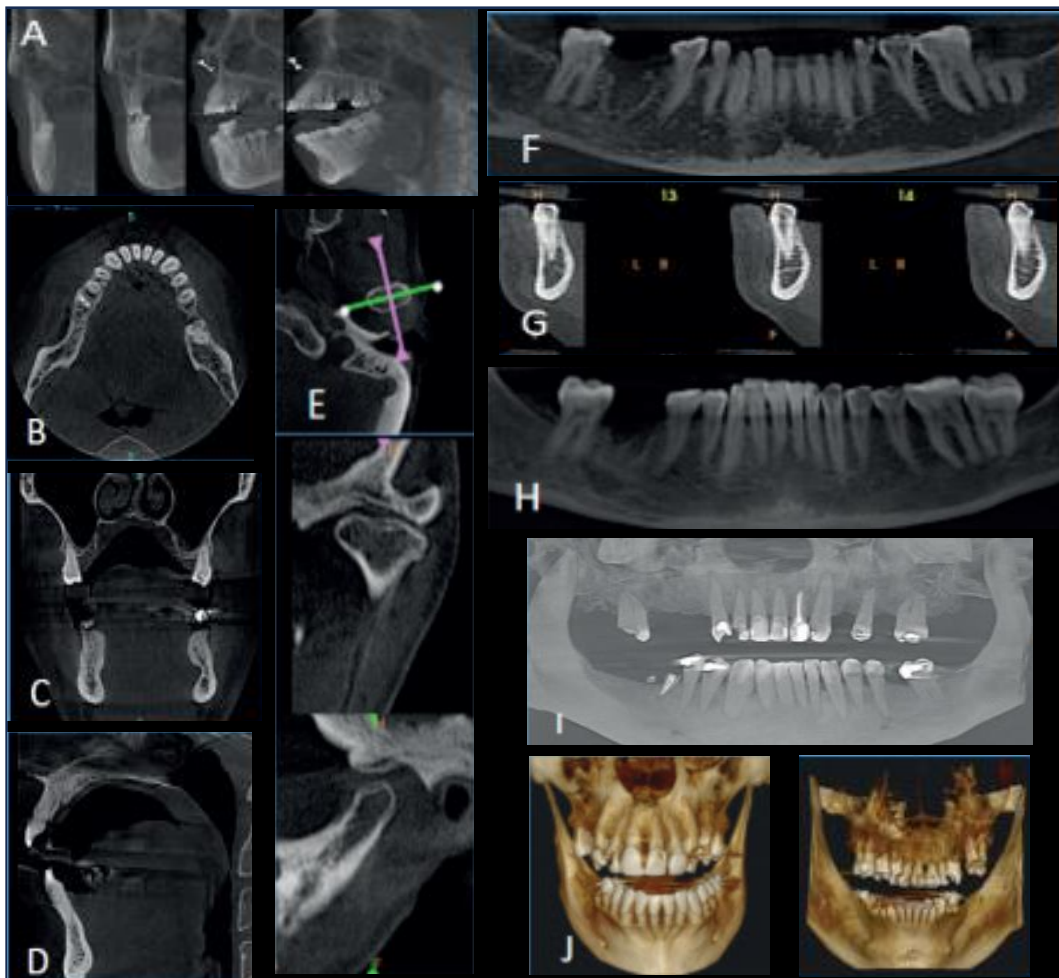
Modos de aquisição e visualização de imagens no CBCT: As imagens de base 2D adquiridas (A) são utilizadas para a reconstrução secundária de vistas axiais (B), coronal (C) e sagital (D) (vistas ortogonais). Outros modos de visualização disponíveis em CBCT incluem (i) reformatação multiplanar que consiste em cortes oblíquos (E), cortes curvos (F) e vistas em corte transversal (G); soma de raios que inclui imagens de espessura de secção (H); e imagens volumétricas que consistem em renderização direta de volume, sendo a mais comum a projeção de intensidade máxima (I) e renderização indireta de volume (J). Adaptado de (132)
